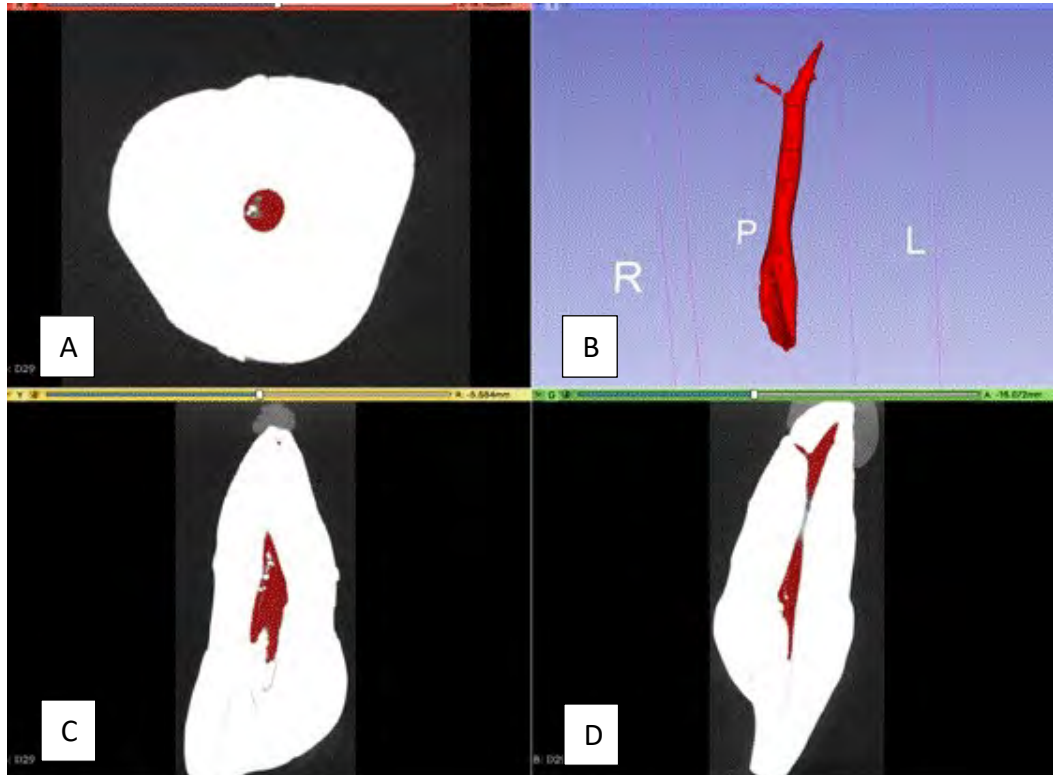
Imagen de micro-CT del espécimen donde se muestra la medición del volumen pulpar en los 3 planos. A. Plano axial; B. Reproducción tridimensional del volumen pulpar. C. Plano coronal; D. plano sagital;
